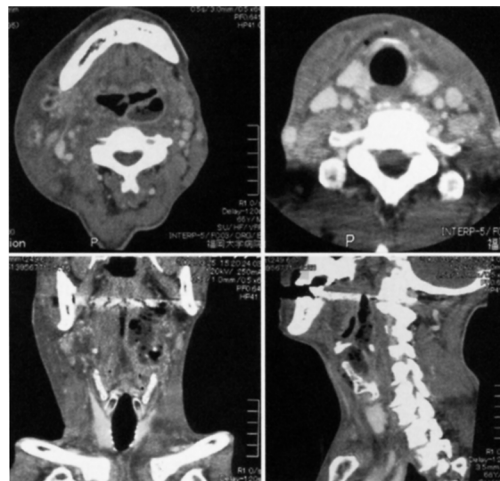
Cervical CT imaging at the second day of admission.
